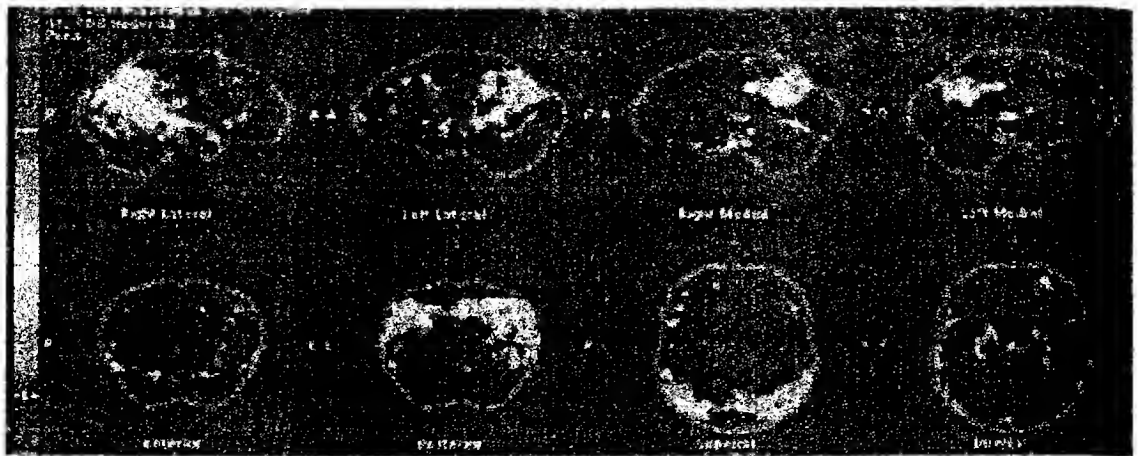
Image du PET-FDG acquise à partir d'une injection intra-veineuse du radiotracteur ^{18}F FDG, les zones corticales présentant un hypométabolisme sont représentées par les teintes de gris les plus claires.
